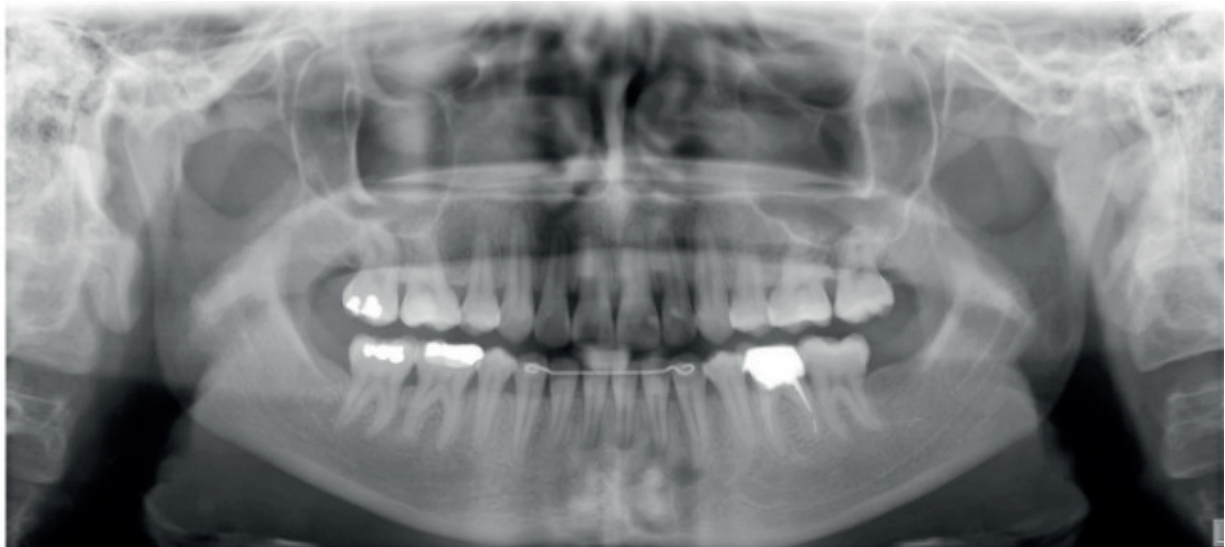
Radiografias finais (panorâmica e telerradiografia). Fonte: Os autores.
